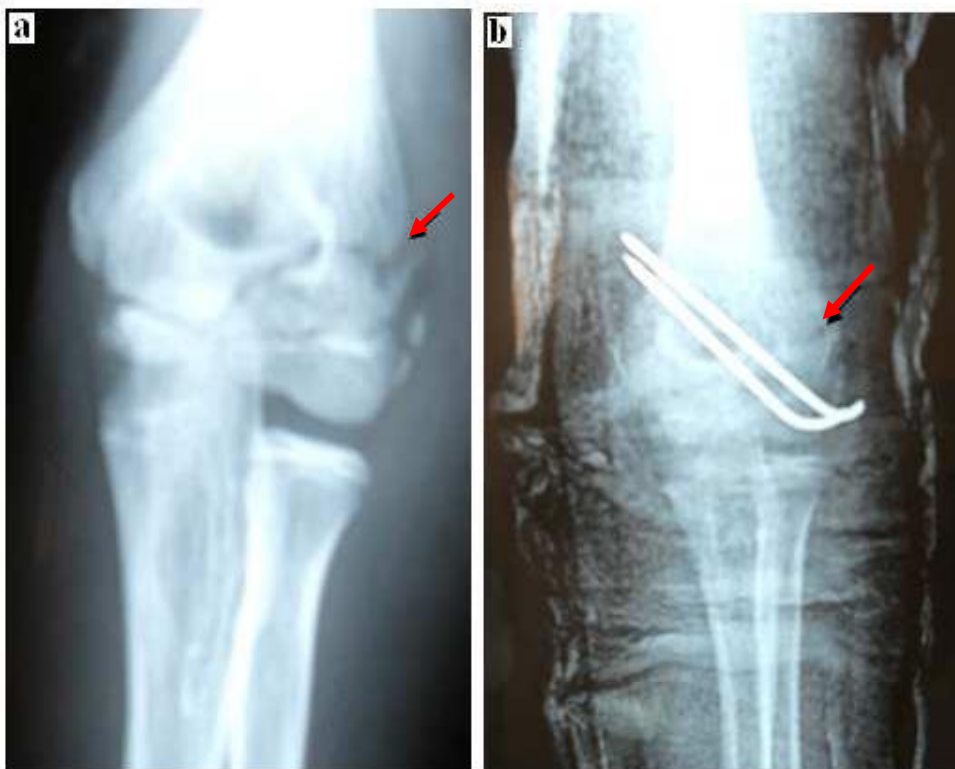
Fracture du condyle latéral stade II chez un garçon de 11 ans (Dossier n°: 77/2009) : a- Radiographie de face ; b- Contrôle post-opératoire après embrochage percutané.
